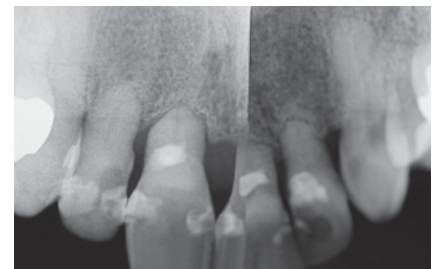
Röntgendiagnostik – Wurzelresorption und Knochenabbau
